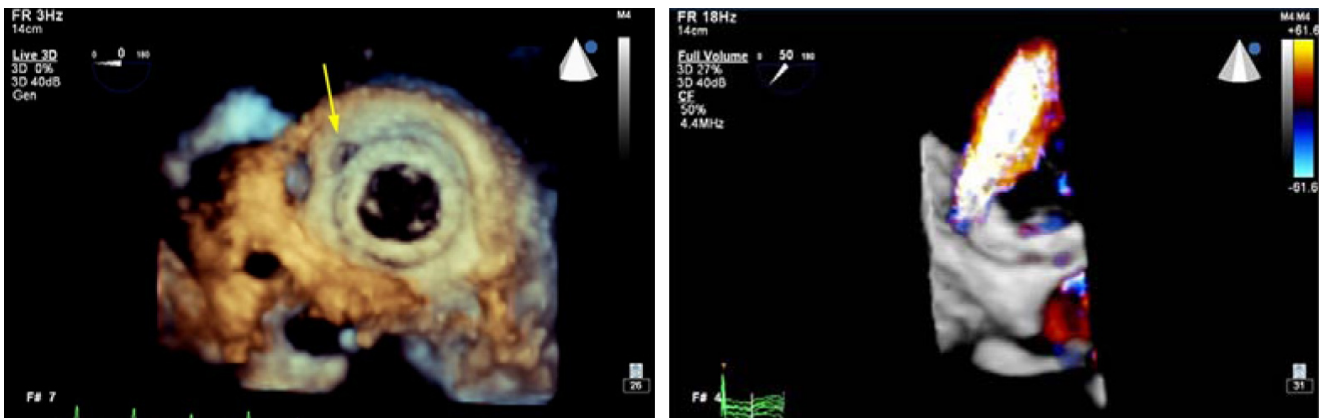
Esquerda, prótese mitral biológica vista do átrio esquerdo. A seta mostra o orifício por onde há insuficiência periprotética. Direita, demonstração da insuficiência periprotética com Doppler a cores tridimensional.
